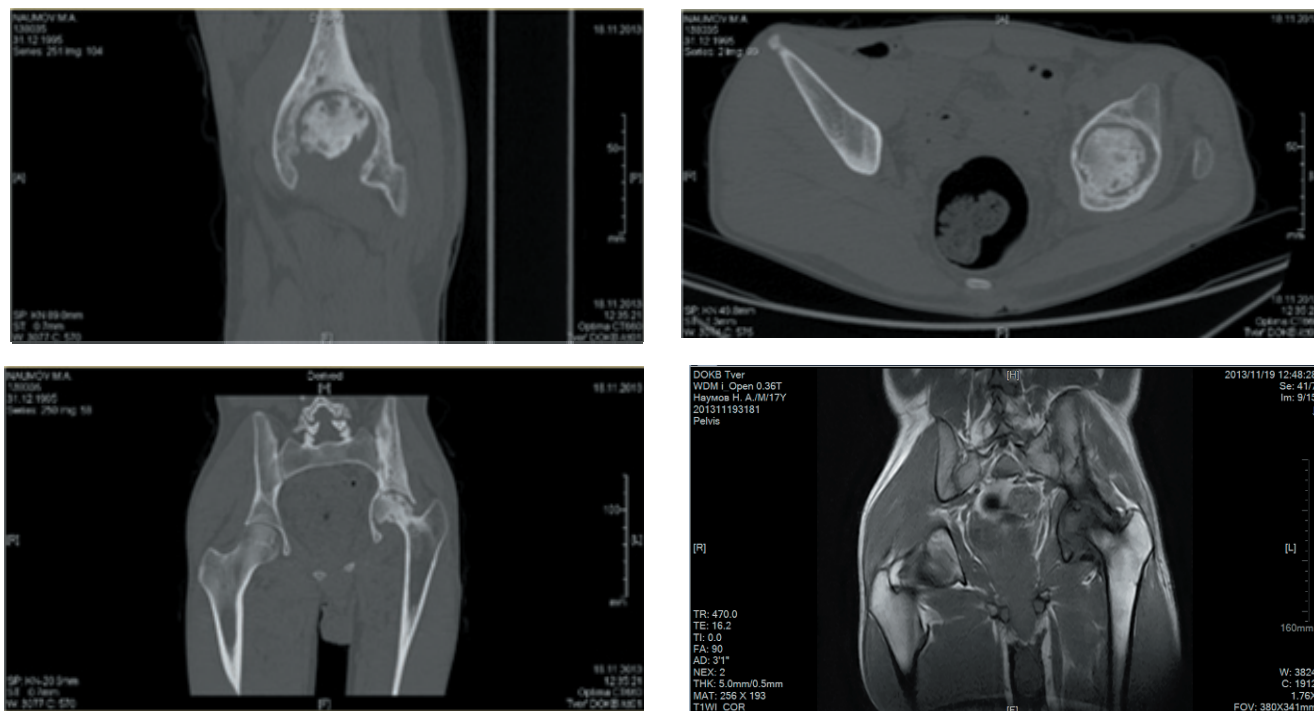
Томограммы (МРТ и КТ) тазобедренных суставов. Картина хронического остеомиелита костей таза и головки бедренной кости слева
